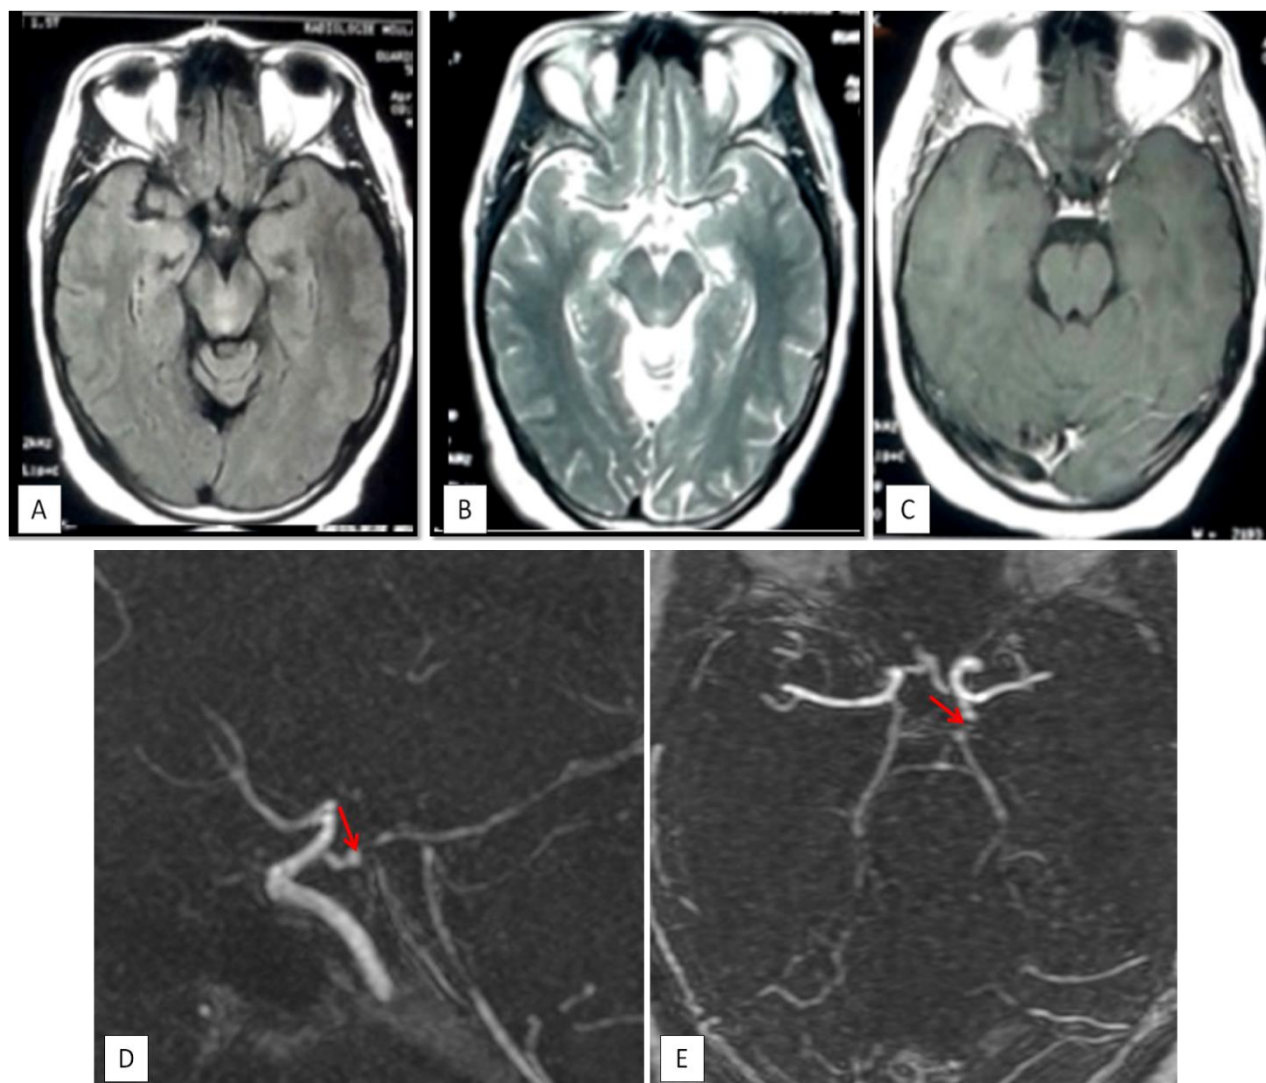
L'IRM cérébrale en coupes axiales FLAIR (A), T2 (B) et T1 GADO (C) revenant normale. L'IRM en séquence 3D TOF (D, E) objective la présence d'une image d'addition au niveau de l'artère communicante postérieure gauche (flèches rouges).
